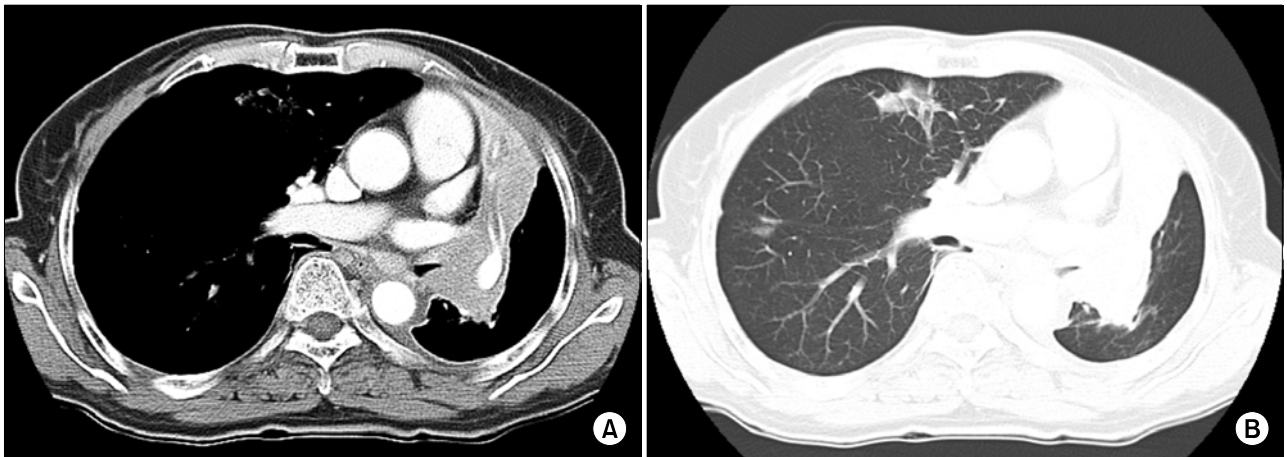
Chest CT before radiation therapy. (A) Mediastinal window setting, (B) lung window setting.
